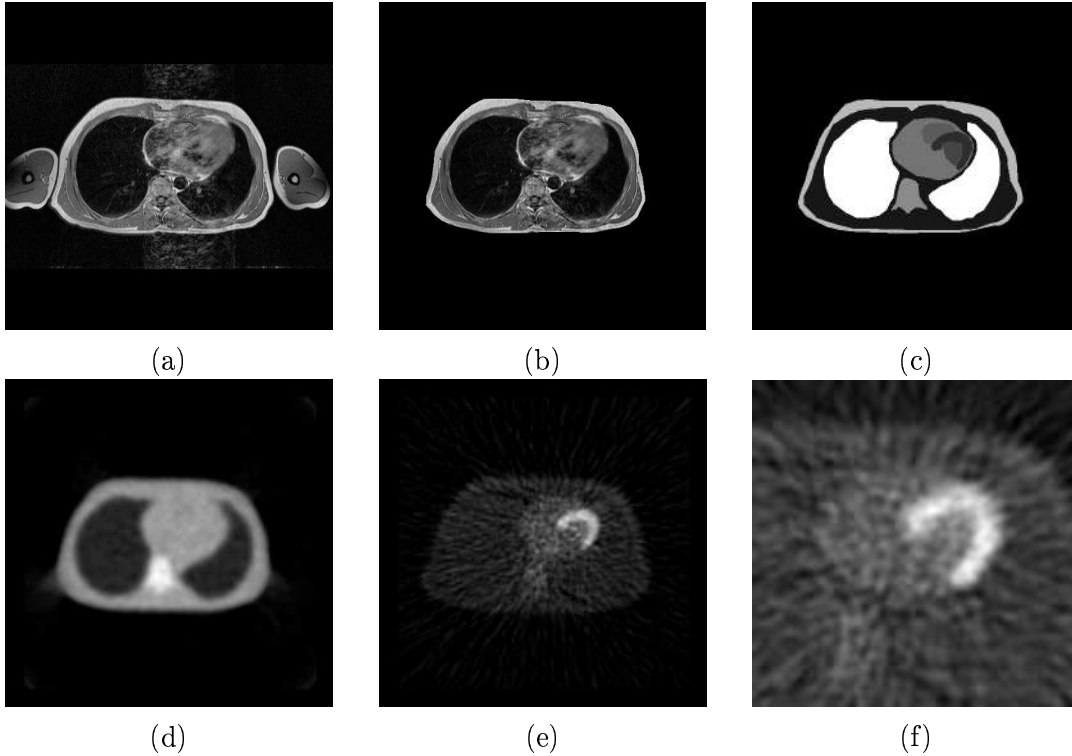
Les données de référence IRM/TEP : (a) image par RM réelle, (b) image par RM sans les bras, (c) image par RM segmentée et étiquetée, (d) image simulée de TEP de transmission, (e) image simulée de TEP d'émission, (f) image simulée du cœur en émission
